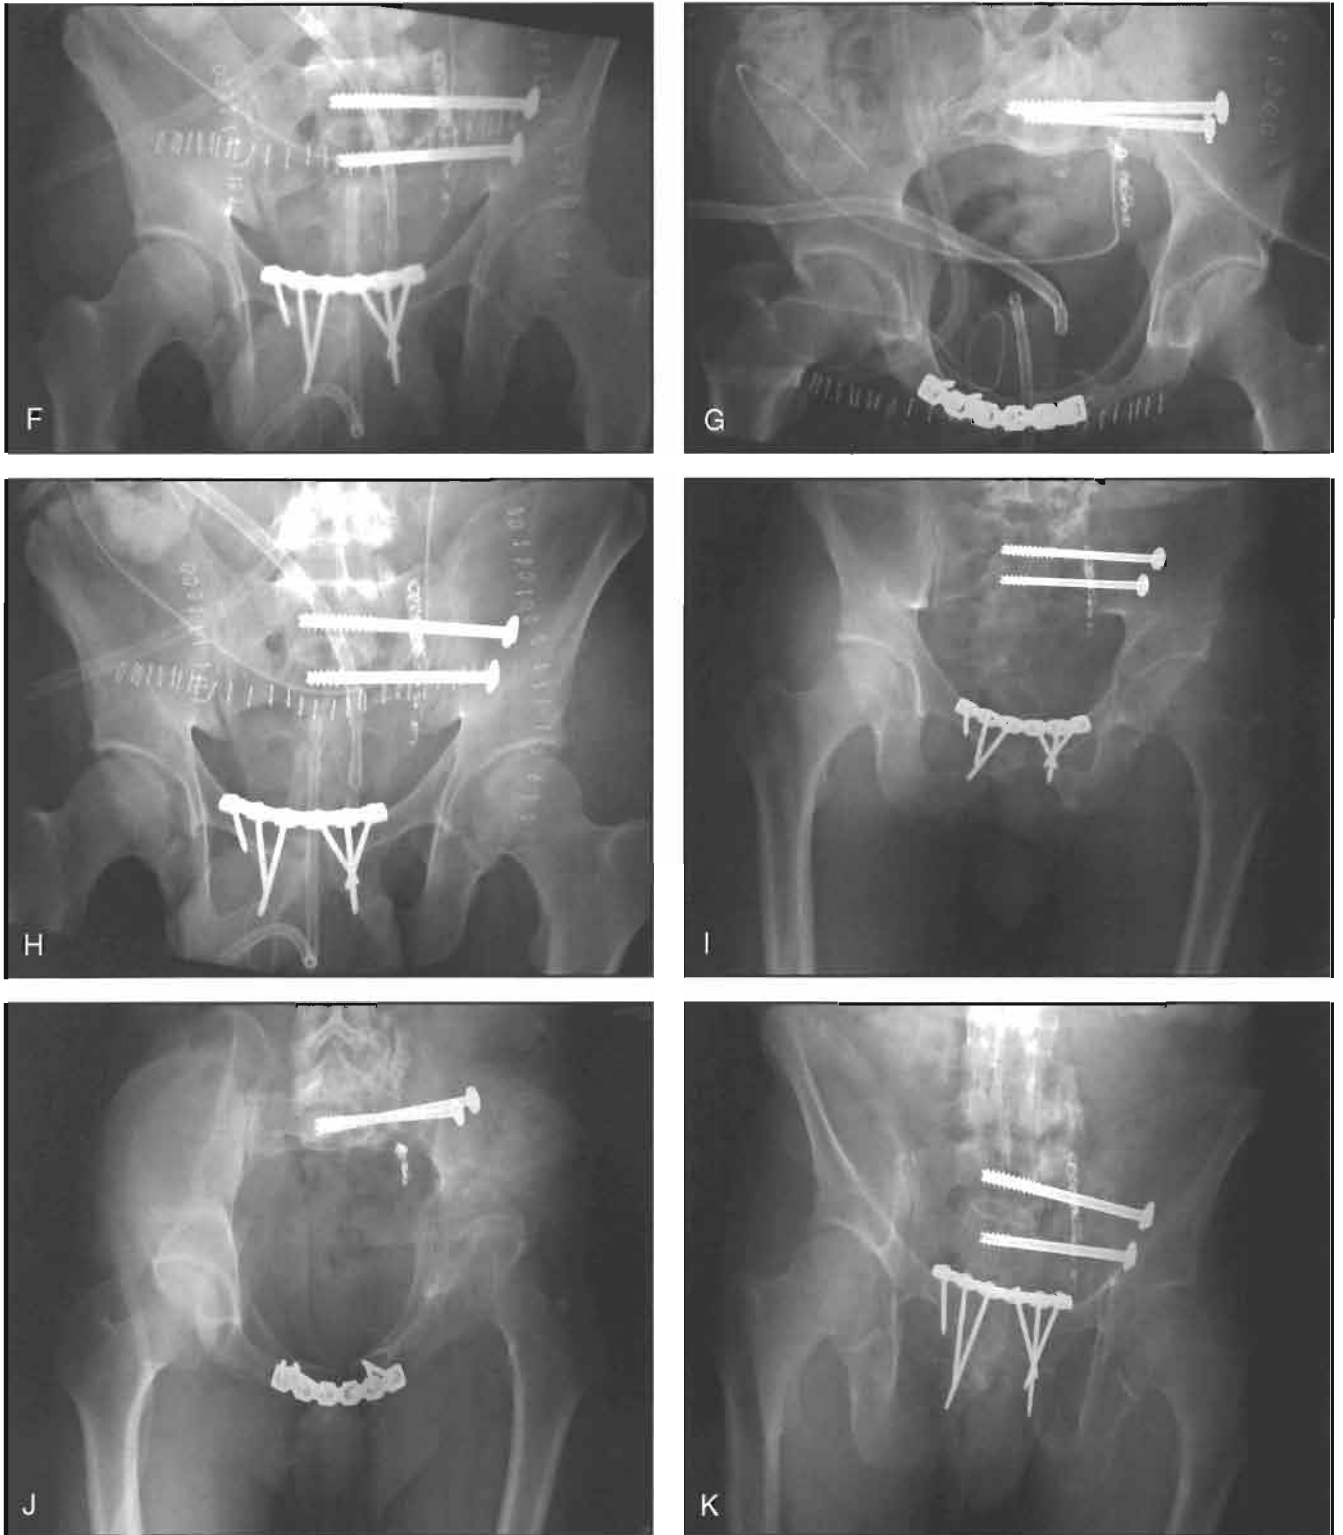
Proyecciones AP (A), del estrecho superior (B) y del estrecho inferior (C) de un paciente con una fractura sacra inestable de la zona 2 y diastasis de la sínfisis pubiana. El paciente se ha tratado con un fijador externo. Las TC (D y E) a través de la parte posterior de la cintura pelviana muestran desplazamiento de la fractura del sacro.
